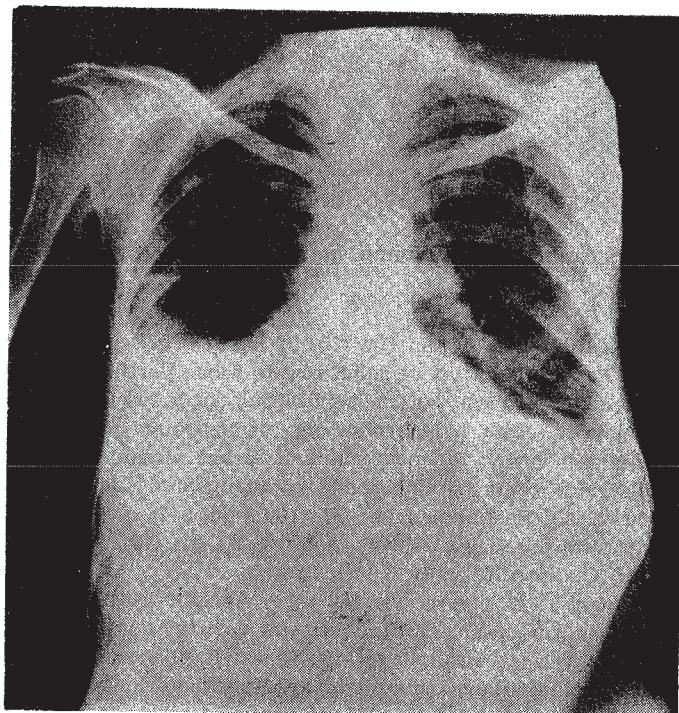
Hastanın normal akciğer grafisi
